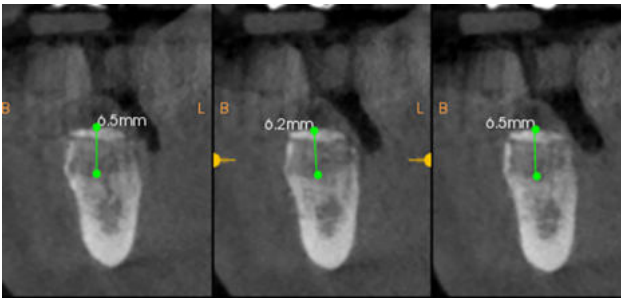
Corte ortorradiar del CBCT donde se observa la ganancia ósea vertical.
